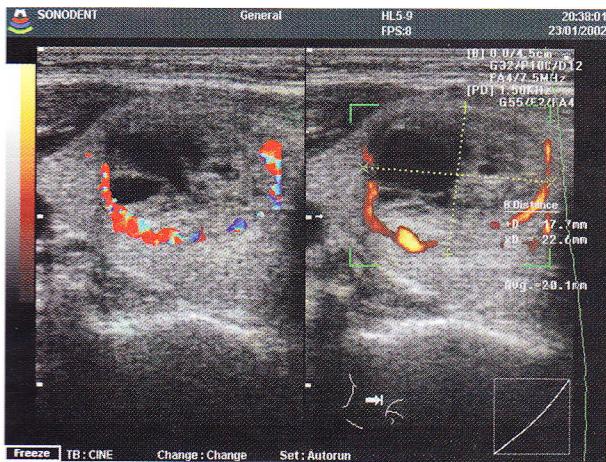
Colicvație parțială a unui nodul din gușă. Nu se poate identifica semnal vascular în porțiunea papilară parenchimatoasă din interiorul nodulului. Examinare Doppler color (stânga) și power Doppler (dreapta)
